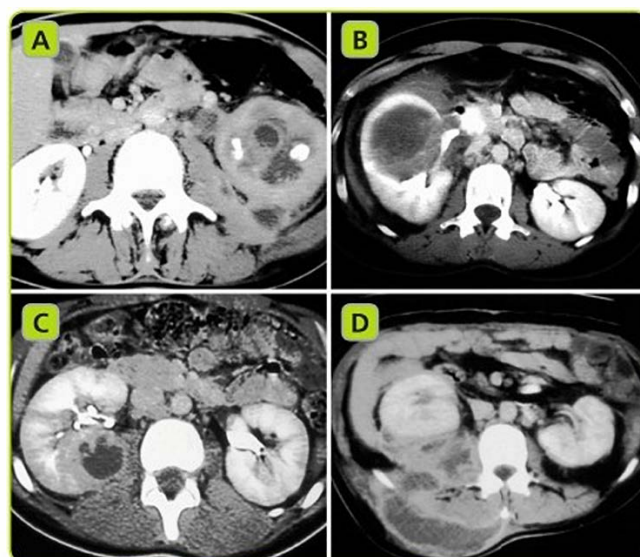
La TC è uno strumento ideale per la valutazione dei casi con infezione urinaria complicata. A. Pielonefrosi litiasica nel rene sinistro. B. Pielonefrite focale o nefronia lobare acuta batterica. C. Ascesso renale in pazienti portatori di catetere ureterale a doppio J. D. Ascesso peri e pararenale con coinvolgimento del psoas.
